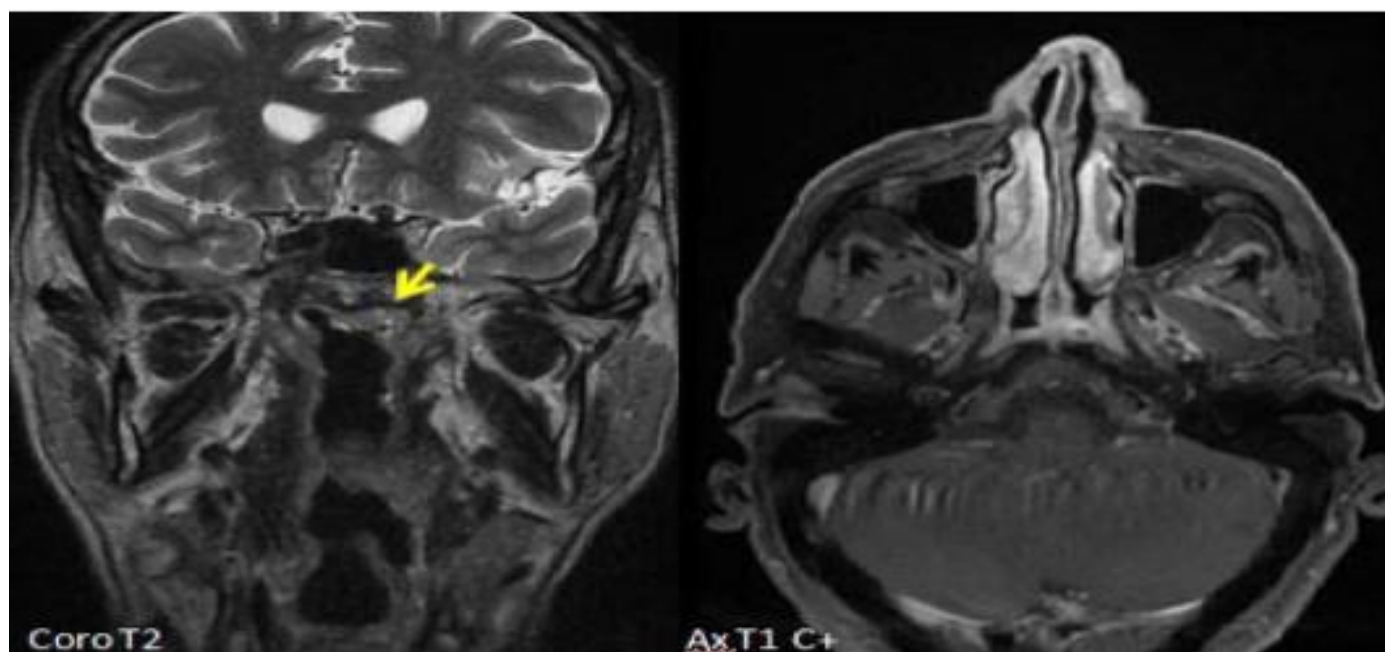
IRM du cavum chez un patient âgé de 19 ans objectivant la présence d'un épaississement de la paroi supérolatérale gauche du cavum bien limité sans extension locorégionale classé T1.
